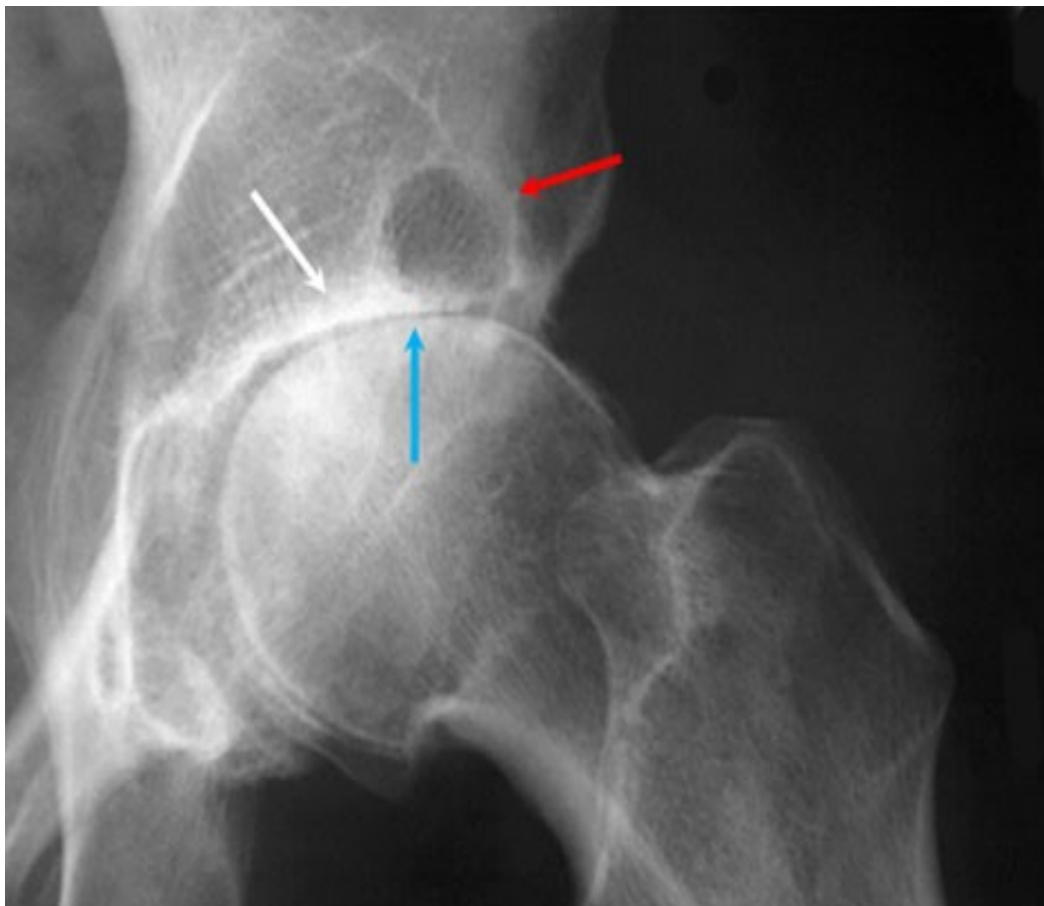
radiographie de la hanche objectivant des signes de coxarthrose.
